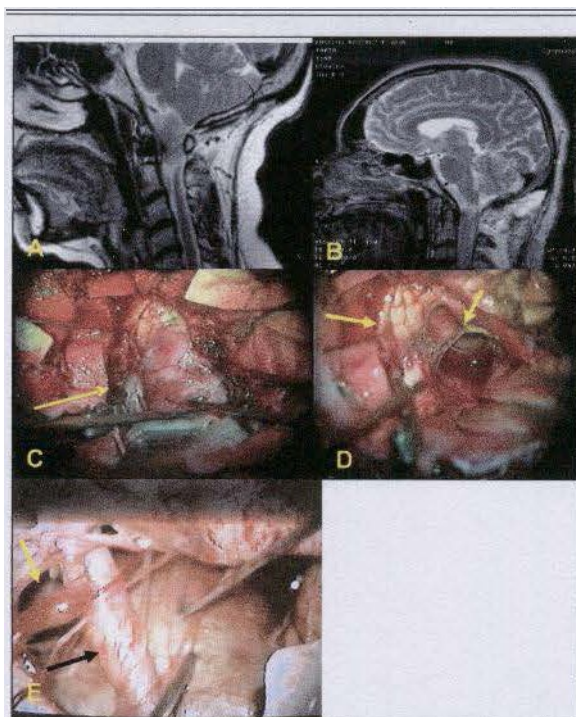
(a) RM donde se visualiza meningioma del agujero magno, (b) RM postoperatoria donde se observa resección total de la lesión, (c) foto transoperatoria donde se constata el grado de lateralidad de la exposición que es logrado con un abordaje ELA (flecha señala medula desplazada), (d) fotografía obtenida al concluir la resección de la lesión, donde se visualiza la cara anterior de la medula y la contralateral del canal espinal (flecha izquierda señala unión bulbomedular, flecha derecha señala nervio CI, (e) fotografía transoperatoria del paciente portador de aneurisma gigante de la unión vertebrobasilar (flechas señalan AV y arteria cerebelosa posteroinferior).
